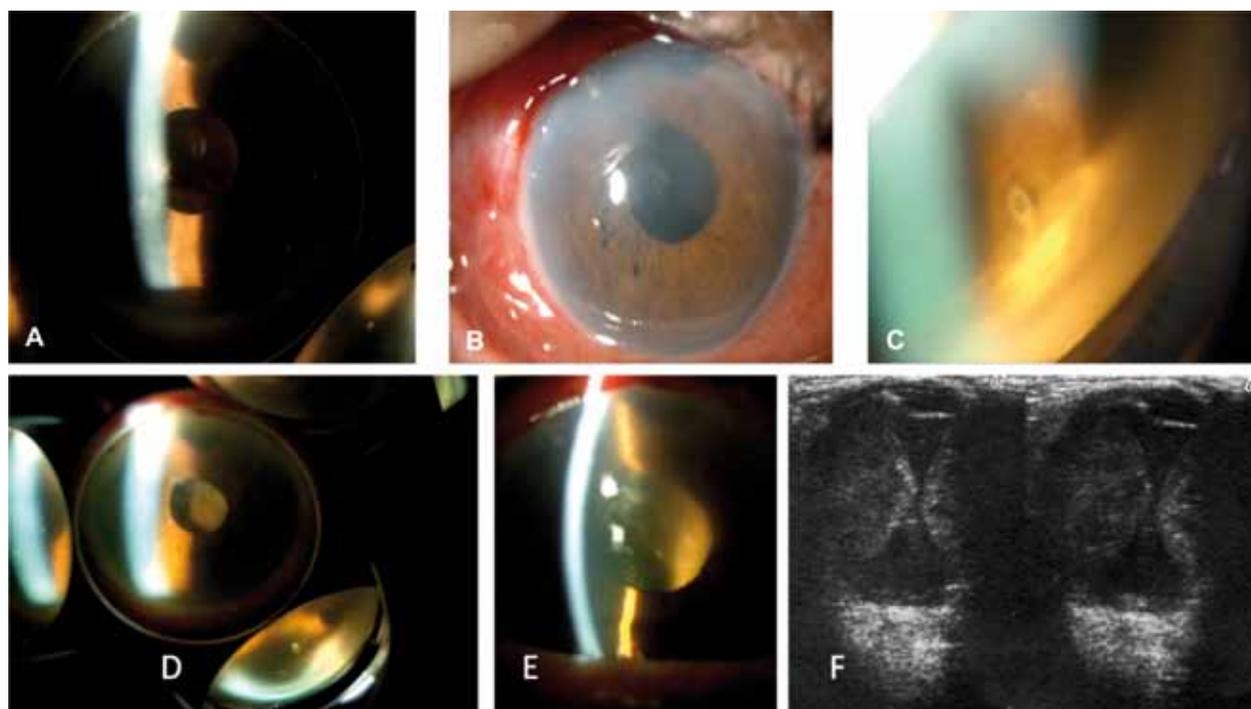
Hemorragia supracoroidea tardía. A. Paciente de 65 años, afáquico intracapsular OD con descompensación endotelial crónica y AV: 0.2 con glaucoma mal controlado (PIO: 26 mm Hg con 4 fármacos hipotensores tópicos y acetazolamida sistémica) y múltiples factores de riesgo para desarrollar una hemorragia supracoroidea. La AV OS era percepción luminosa por desprendimiento de retina intervenido con un tamponamiento con aceite de silicona. El fondo de ojo demostraba la existencia de una amplia excavación glaucomatosa y coroidosis miópica. B. Trabeculectomía temporal superior con implante Ex-press bajo colgajo escleral y aplicación de mitomicina C, bajo anestesia peribulbar, cursando la intervención sin complicaciones. C. Imagen gonioscópica del dispositivo Ex-press. D. A las 4 horas presentó dolor severo secundario a un desprendimiento coroideo hemorrágico masivo. E. Apréciase gran profundidad de cámara anterior, con prolapso vítreo y masa coroidea correspondiente al gran hematoma supracoroideo. F. Ecografía mostrando hemorragia supracoroidea en beso, con contacto central de la superficie retiniana en cavidad vítrea.
